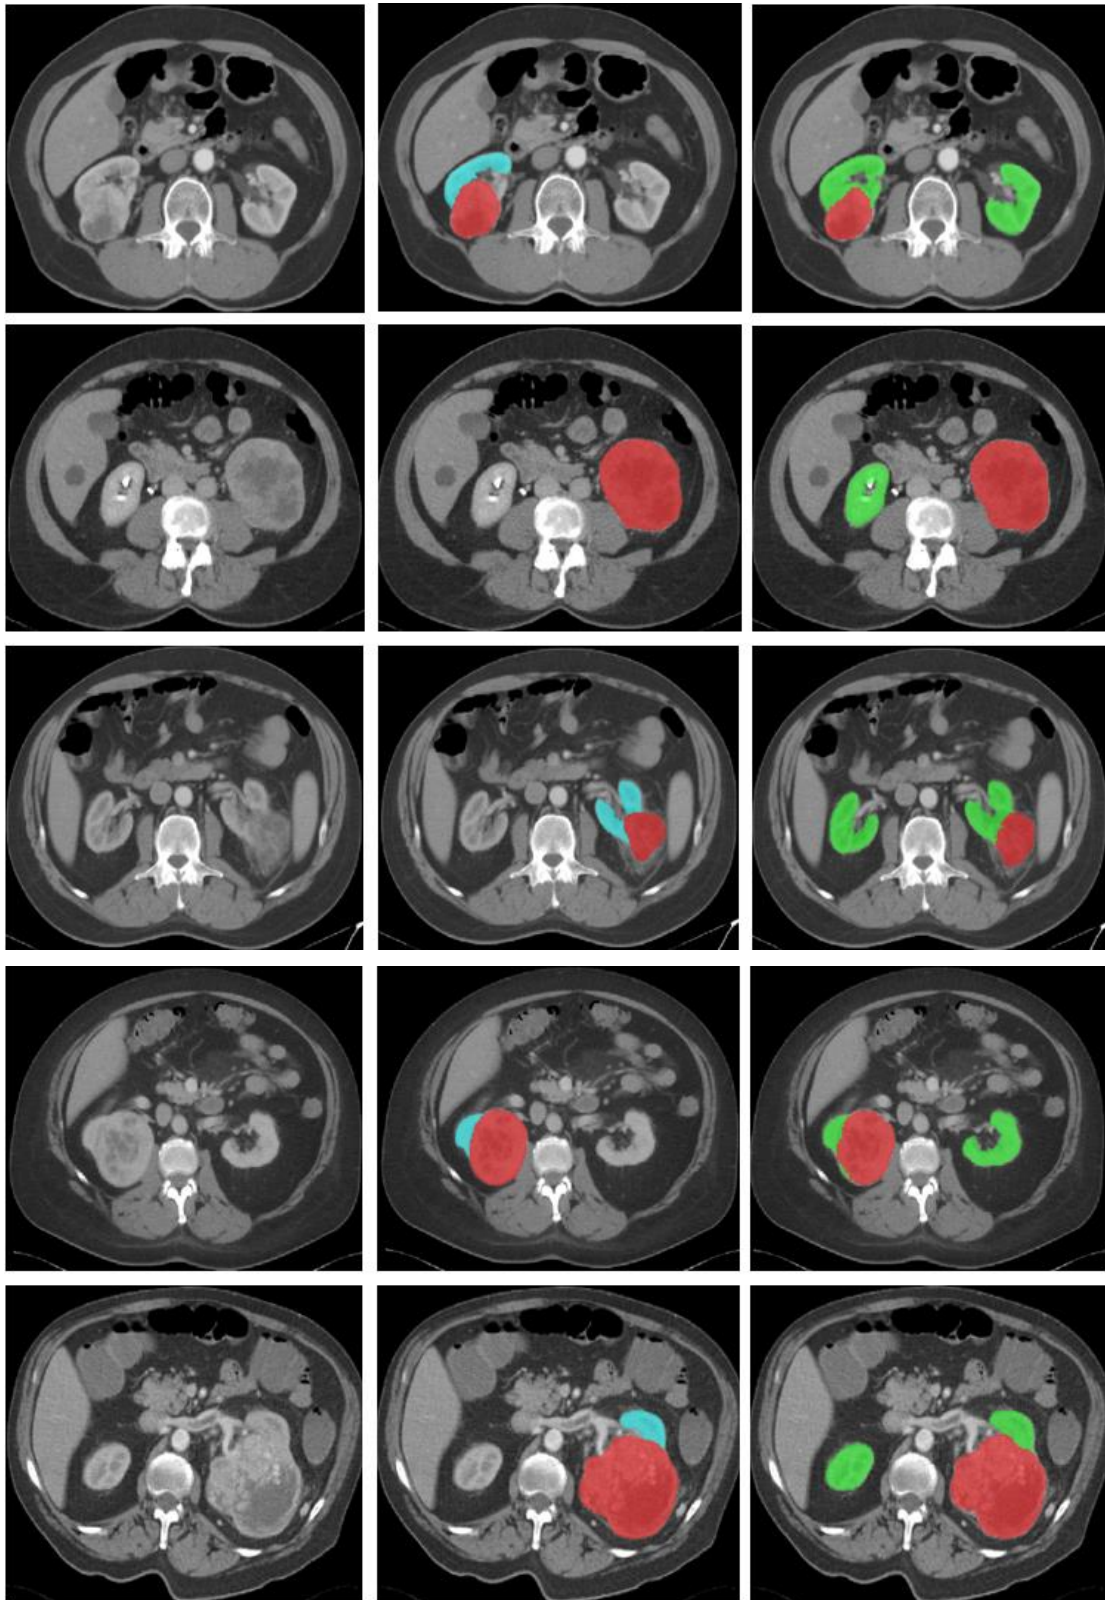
Beispielhafte Darstellung der Segmentation. Links: Originale CT-Bilder, Mitte: Die manuelle Segmentation der Nieren und Nierenkarzinome, Rechts: Die automatische Organsegmentierung der beiden Nieren und Nierenkarzinome. Eigene Darstellung.
